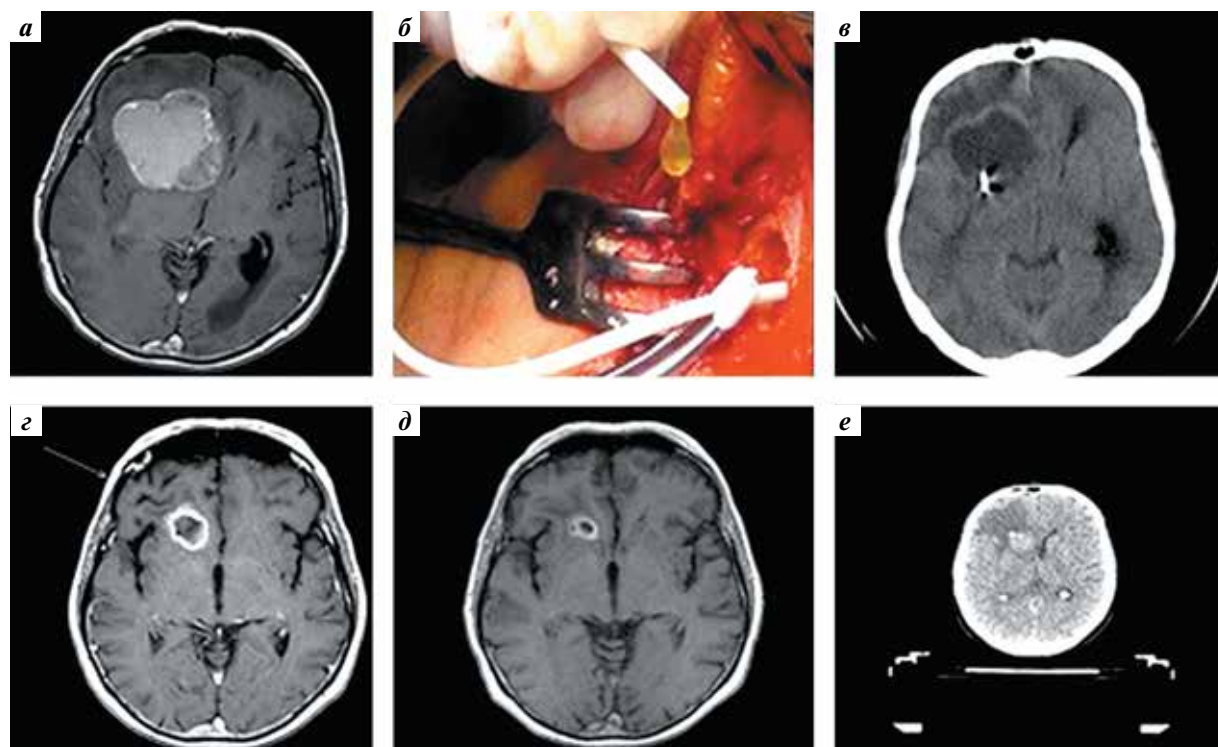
Динамика размеров кистозного компонента единичной опухоли головного мозга пациента с плоскоклеточным раком легкого после имплантации резервуара и неоднократной эвакуации содержимого опухоли (а–в) до появления возможности локального лучевого лечения (г–е): а – МРТ до операции; б – момент получения содержимого кистозного компонента при имплантации катетера; в – контрольная КТ в 1-е сутки после операции; г – МРТ через 1 мес после вмешательства; д – МРТ через 2 мес после вмешательства; е – КТ для планирования лучевого лечения
